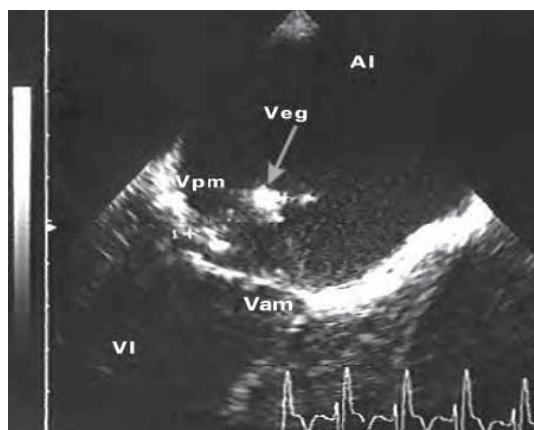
/6. Ecocardiograma transesofágico. Plano longitudinal de la válvula mitral. Vegetación de 24 mm en valva posterior mitral (Vpm). Eversión del borde libre de la valva posterior, signo indirecto de rotura de cuerda tendinosa.
